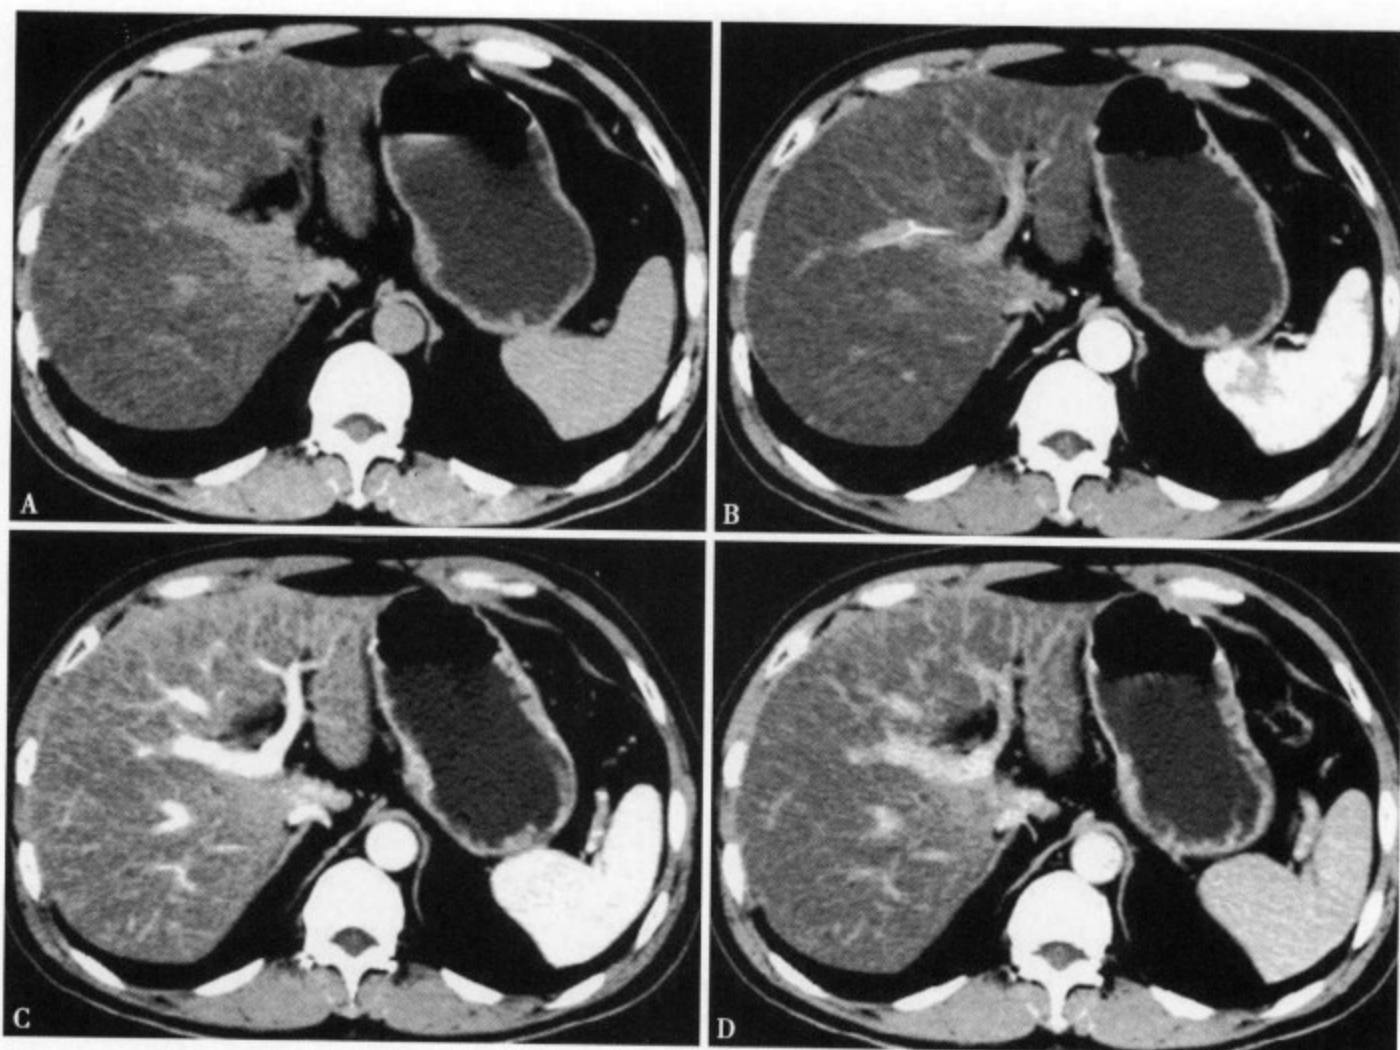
重度弥漫型脂肪肝（均匀）。平扫（A）肝左、右叶实质密度均匀减低，CT 值 18Hu，脾脏实质 CT 值 56Hu。肝内血管反转显示，与肝实质对比明显；增强扫描动脉期（B）肝内动脉强化显示，血管变细变窄，但无推移、包绕现象，肝实质强化不明显，脾脏明显强化；静脉期（C）肝内静脉强化清晰显示，肝实质强化不明显，脾脏明显强化；实质期（D）肝实质有轻度强化，但强化程度仍低于脾脏，肝内血管强化程度减轻，但肝内血管仍清晰显示
